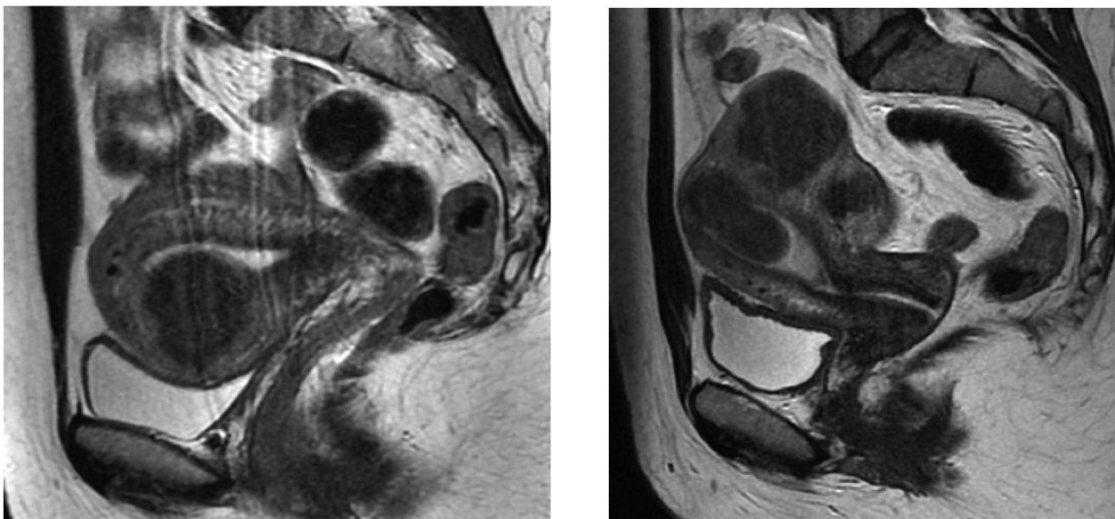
МРТ-картина миомы матки
